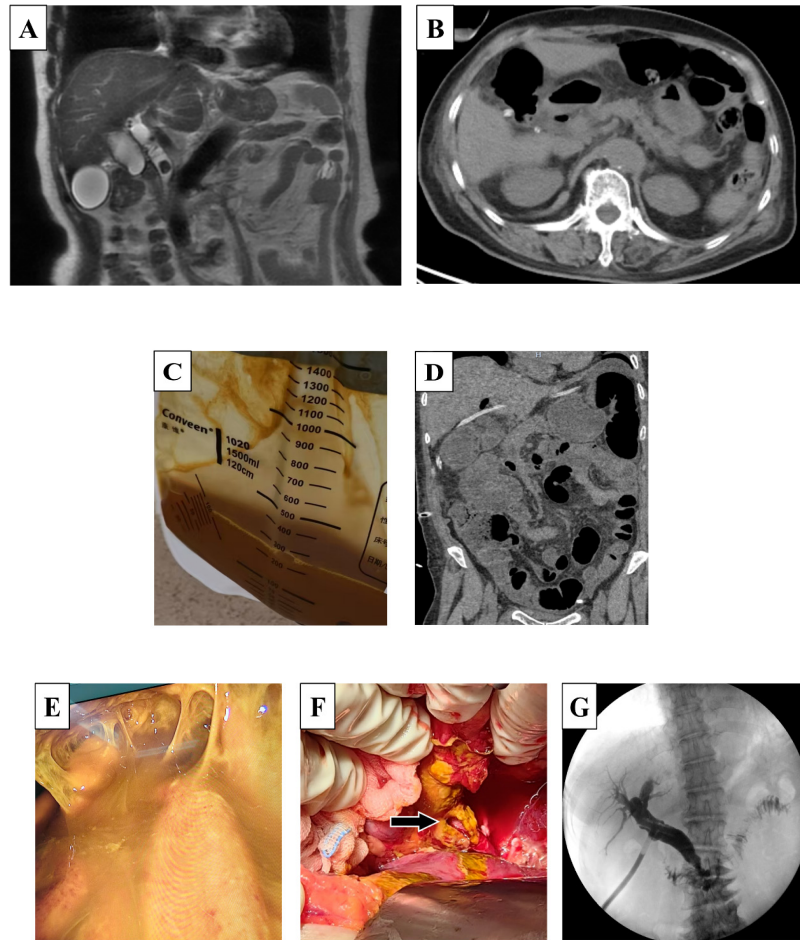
(A) 术前MRCP示胆囊结石合并胆总管结石; (B) 术后第三CT腹腔少量积液; (C) 术后引流液性状; (D) 术后第四天CT肠管积气及腹腔积液; (E) 二次手术探查脓性腹水; (F) 胆总管一期缝合处漏口(箭头处); (G) 术后3月复查T管造影。
